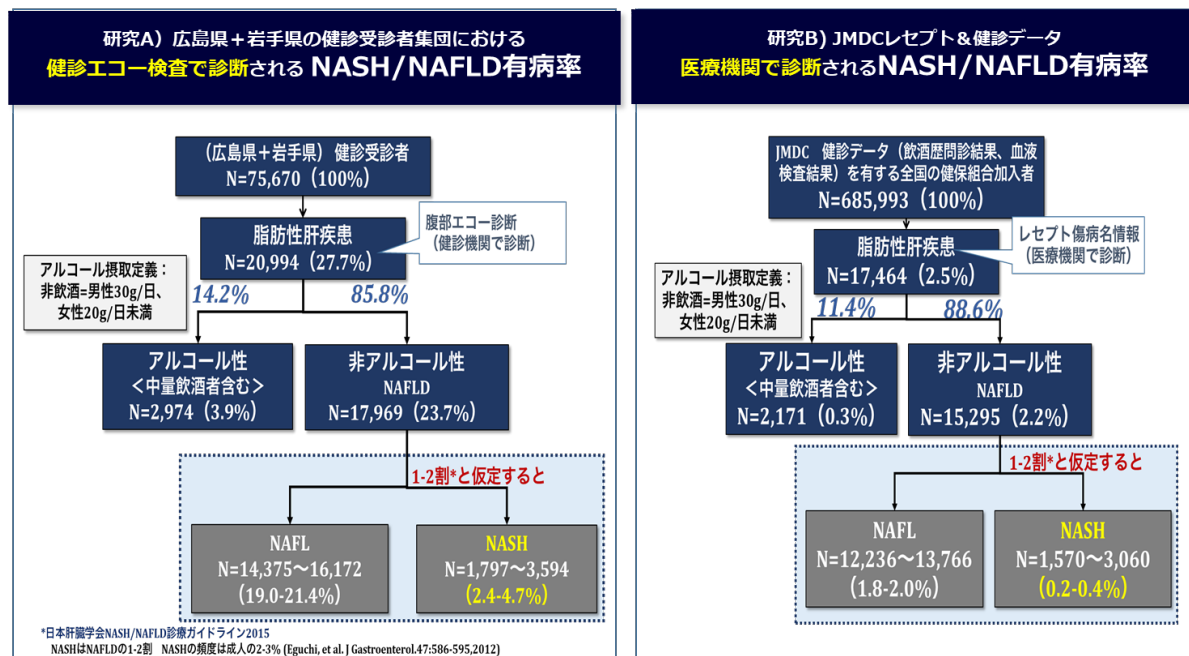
健診時超音波検査による診断 (研究 A)、医療機関での診断 (研究 B) 別にみた脂肪肝有病率
